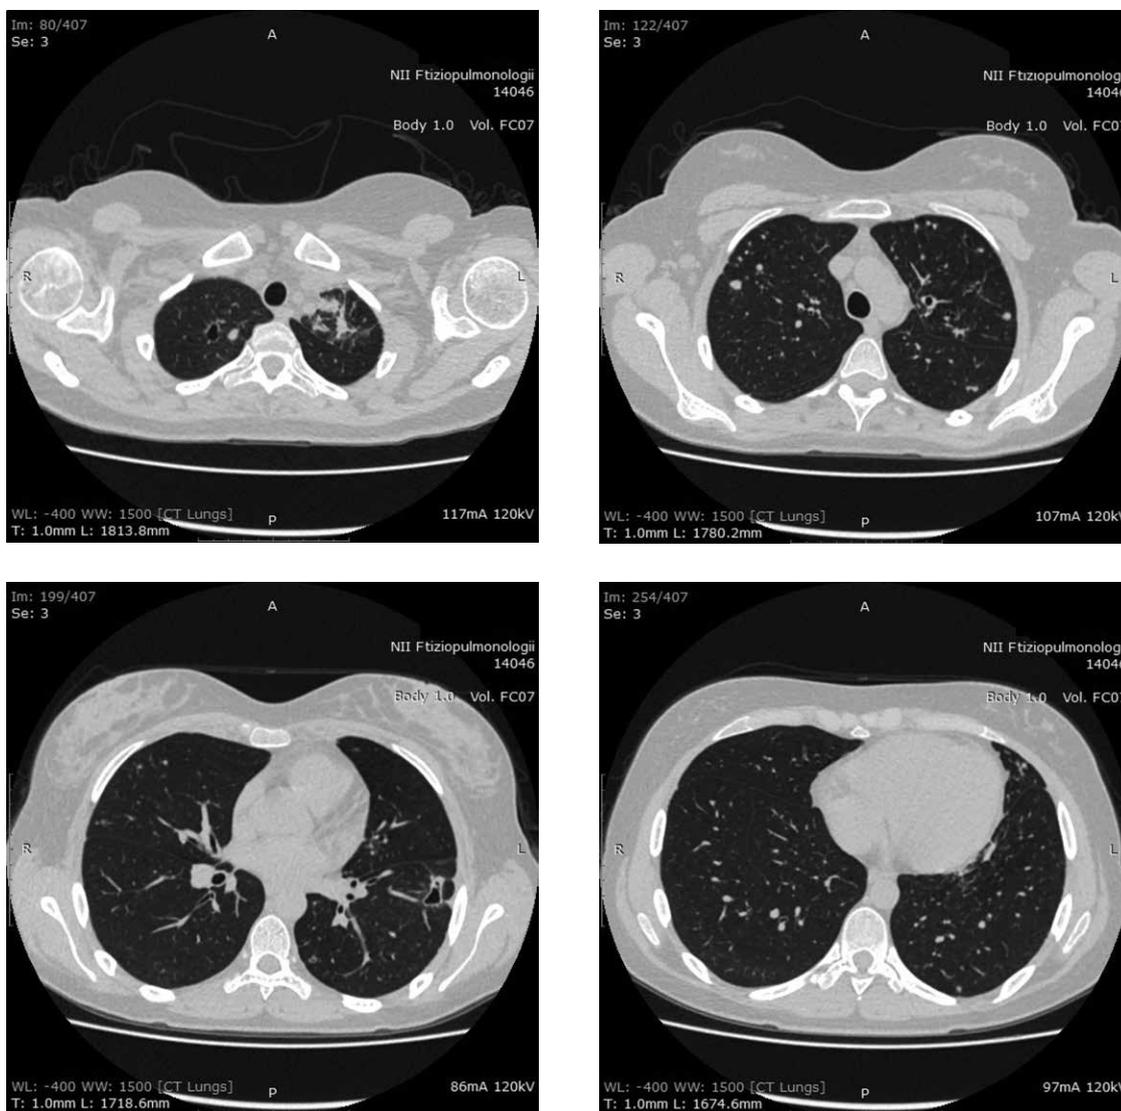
МСКТ ОГК от 02.05.2017. Значительное рассасывание очагов, закрытие некоторых полостей распада с сохранением тонкостенных полостей в С1 справа и С8 левого легких
